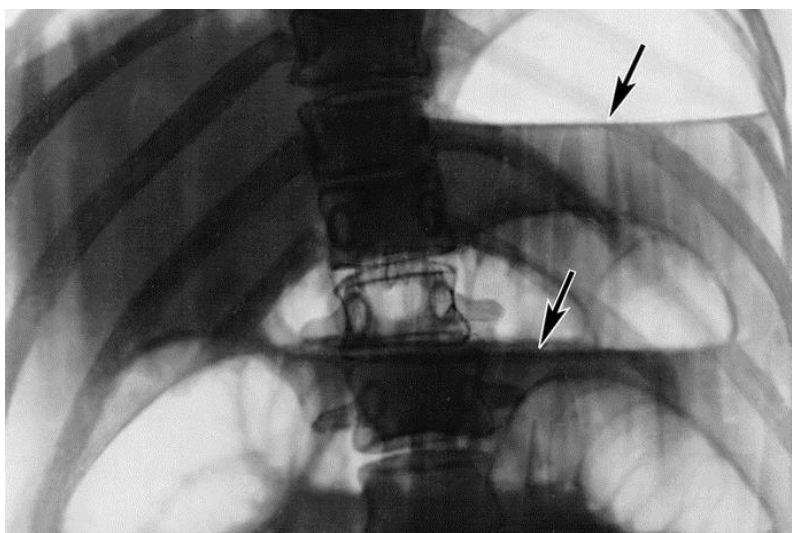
Чаши Клойбера на рентгенологическом снимке брюшной полости
